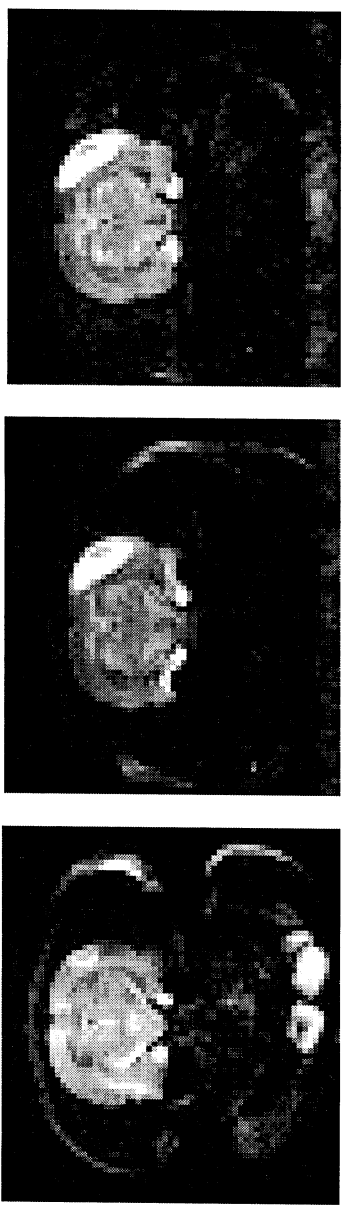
Une coupe des images IRM acquises quelques heures après l'ischémie (à gauche), 24 heures après (au milieu), 48 heures après (à droite).
